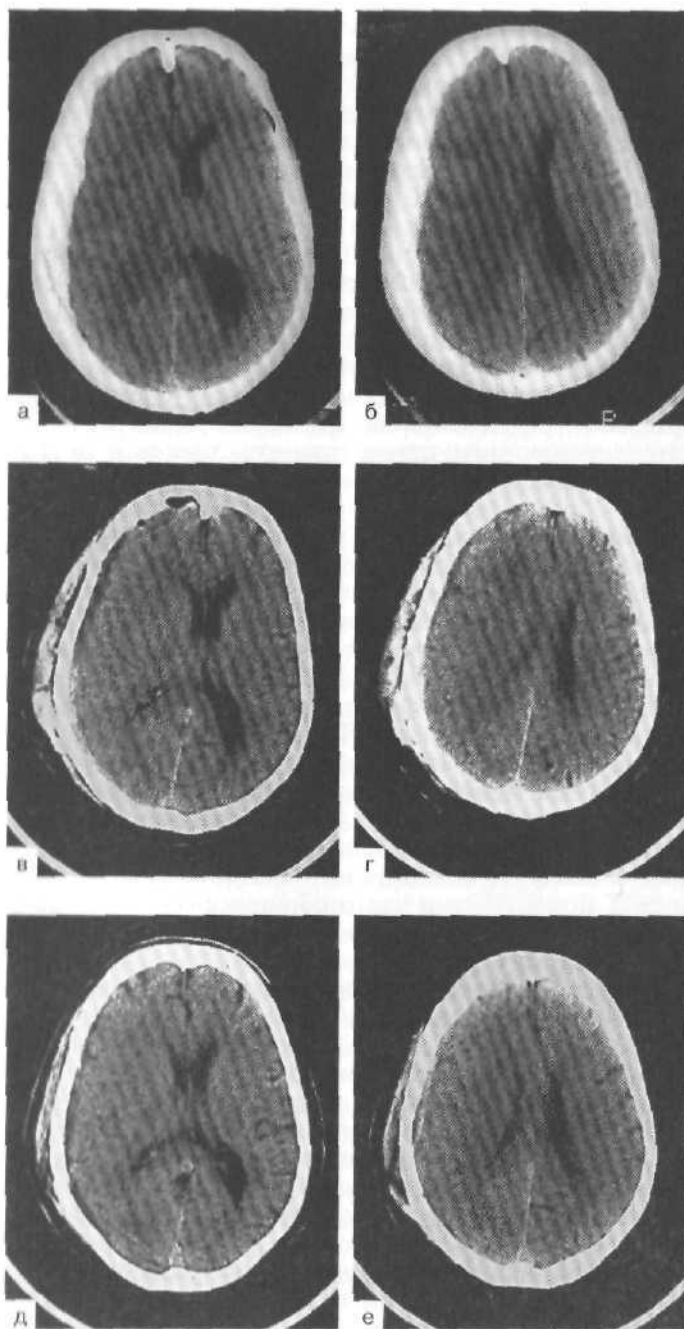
Компьютерные томограммы. Острая субдуральная гематома правой лобно-теменно-височной области.
